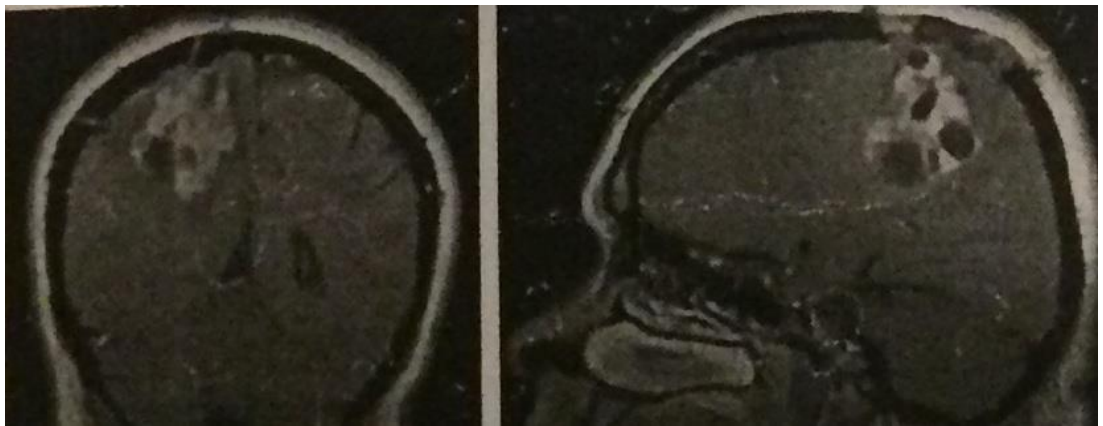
МРТ головного мозга пациентки М-вой при поступлении (до оперативного вмешательства)
